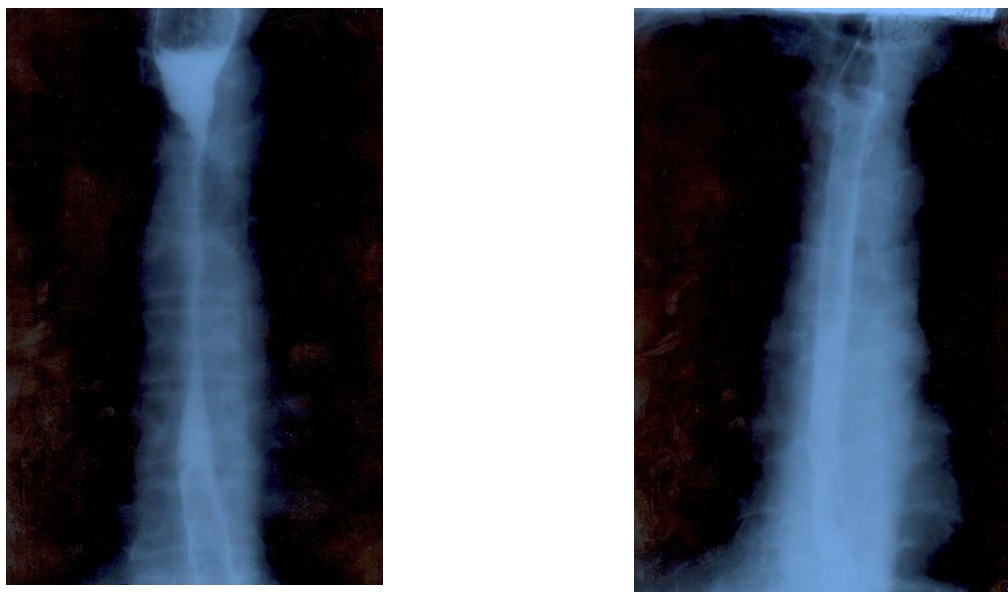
Рентгенологическая картина до и после стентирования
